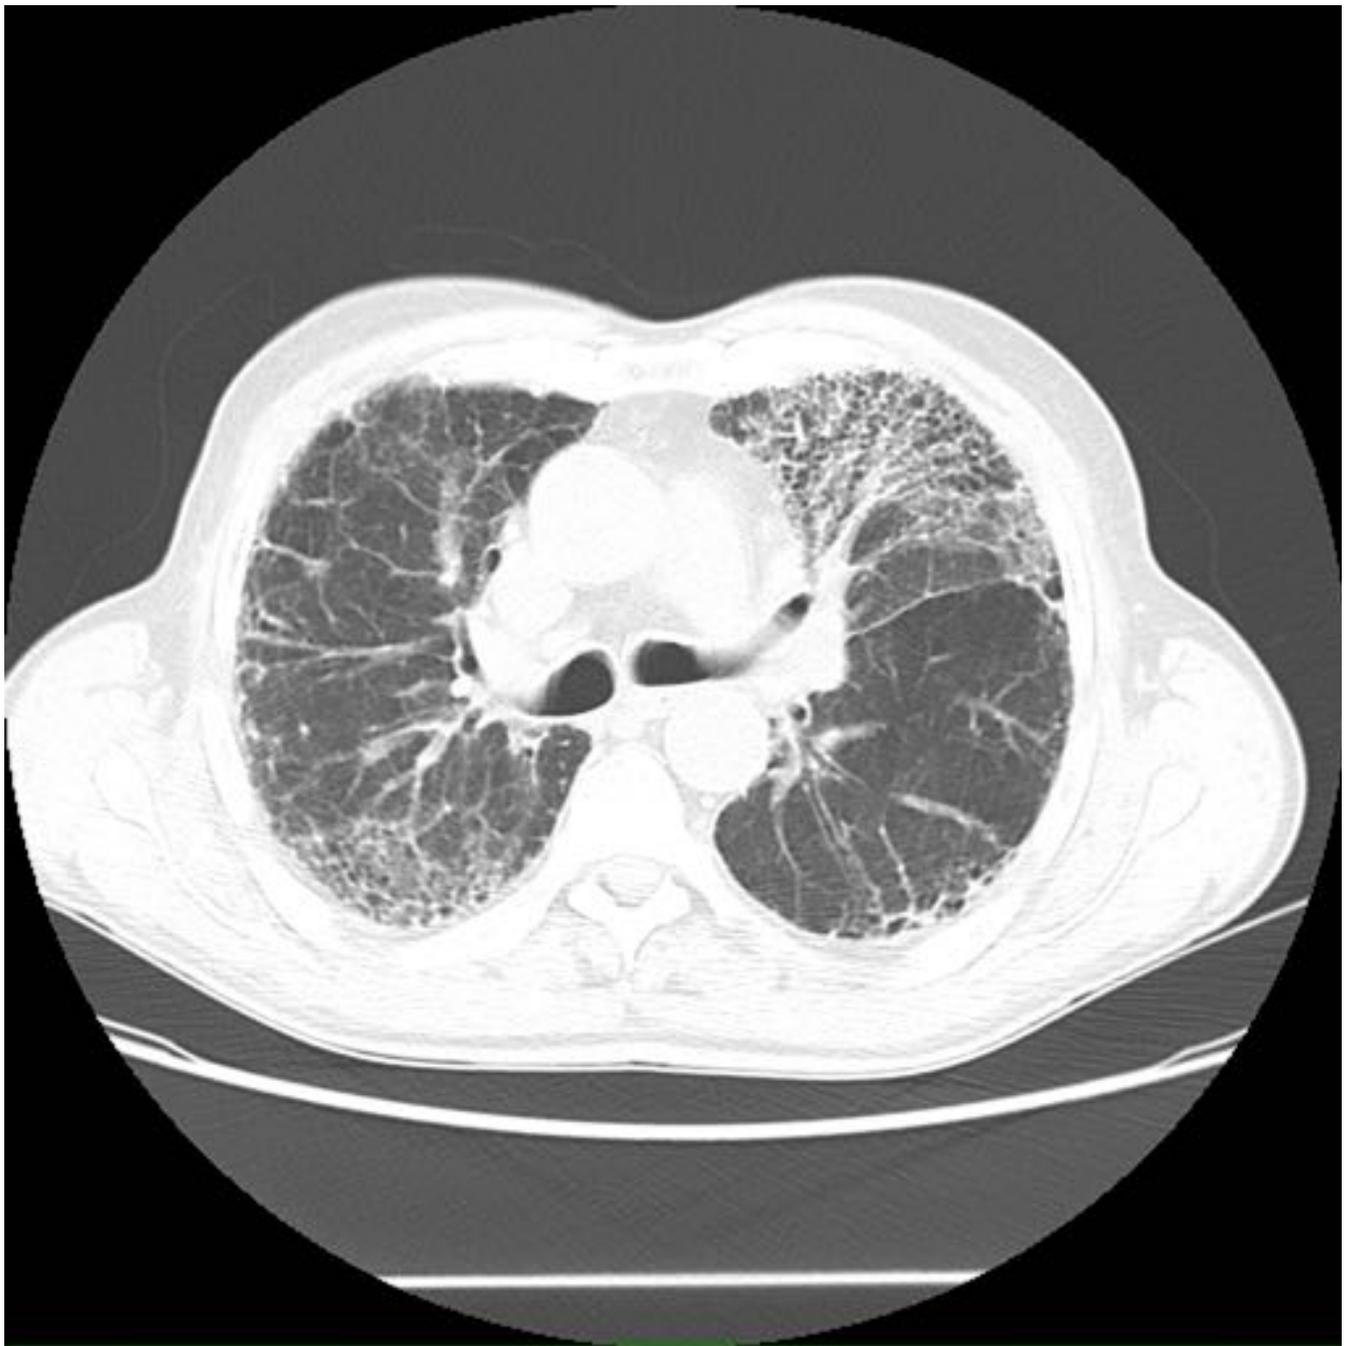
TC de tórax en plano axial en el que se aprecia un claro engrosamiento peribroncovascular.
